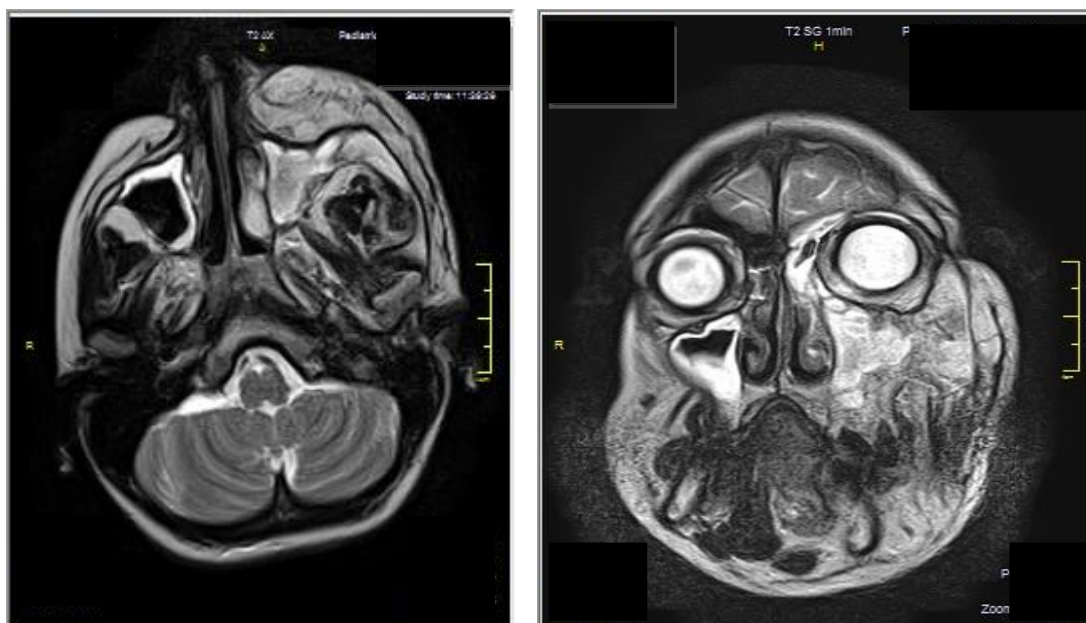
МРТ в аксиальной и фронтальной проекциях
